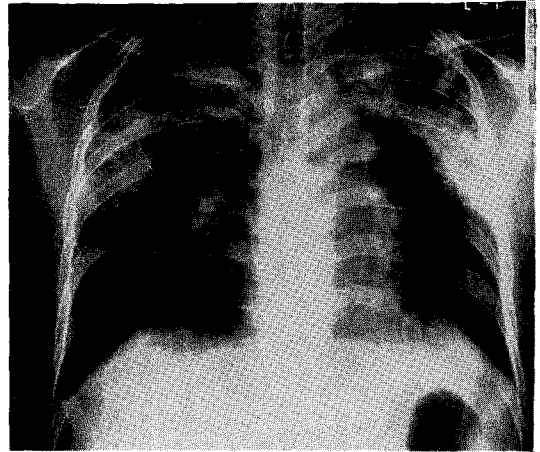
Chest roentgenogram of case 10. The 'photographic negative of the pulmonary edema' pattern is seen on both lung field.
